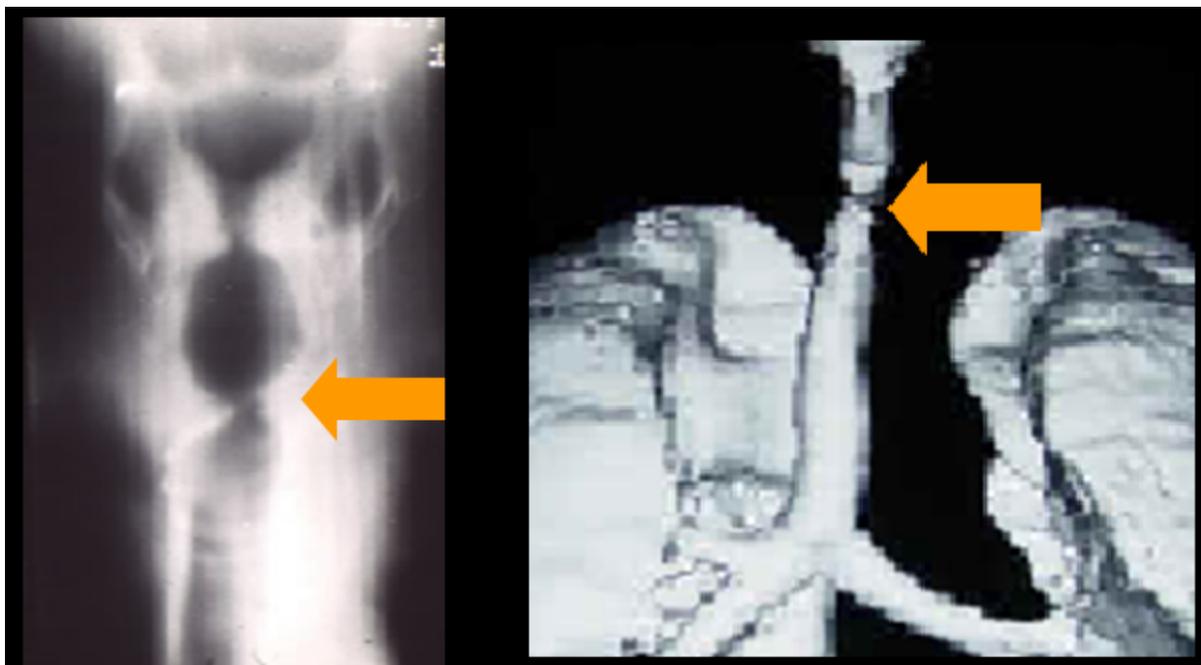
Varón (45a), tratado como asmático desde hace 6 meses con inhaladores preventivos y salbutamol de rescate con escasa mejoría. Antecedente de intubación por sepsis. Respiración ruidosa (estridor). Las imágenes de TAC confirman la estenosis traqueal. Estenosis traqueal.
